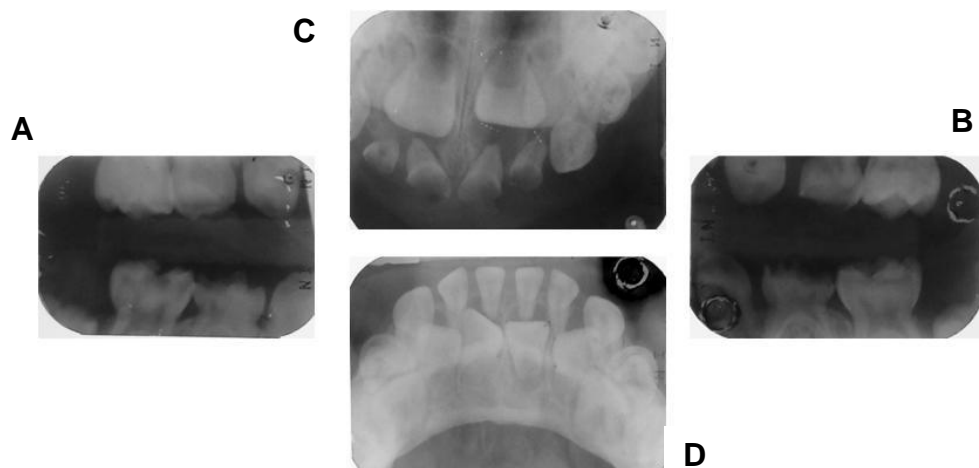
Radiografías Iniciales del 16/ 1/ 09. (A) Lateral derecha. (B) Lateral izquierda. (C) Superior. (D) Inferior. Fotos: Postgrado de Odontología Infantil
